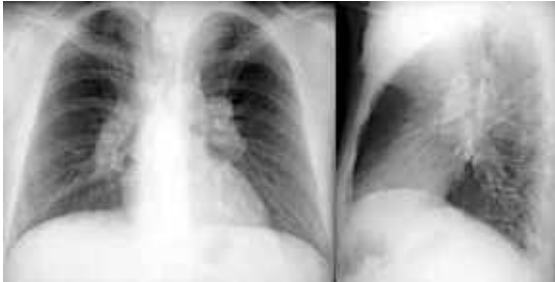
Das Röntgenbild zeigt eine bilaterale Lymphadenopathie, die häufig im Rahmen einer Routineuntersuchung auffällt (Sarkoidose Röntgentyp I).
